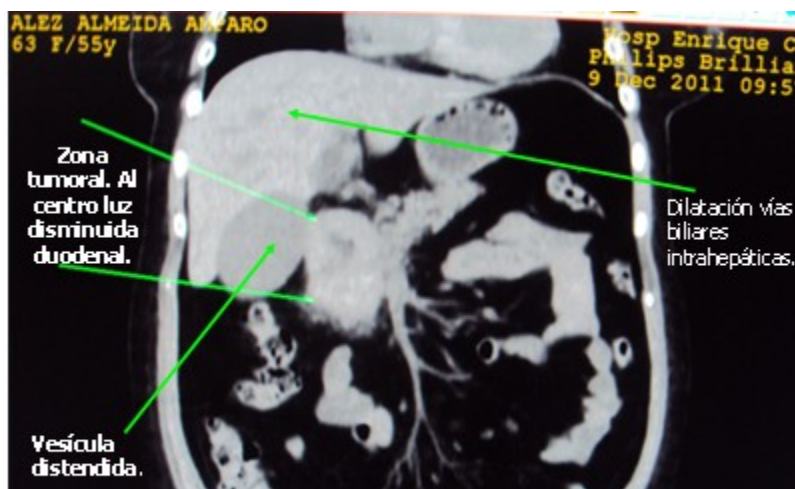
En la TAC se muestra la imagen tumoral que estenosa el duodeno y la dilatación de vías biliares intra y extrahepáticas.
